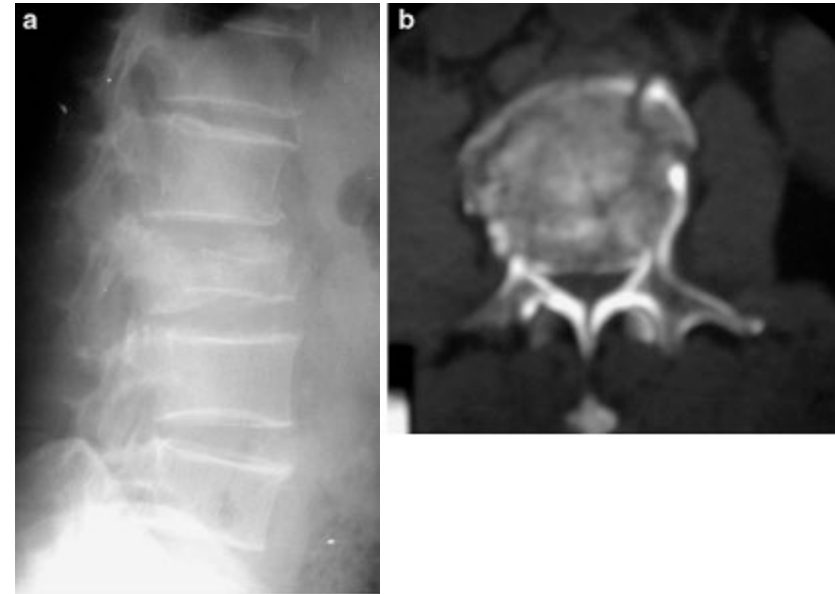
a) Das laterale Röntgenbild zeigt eine L2-Burstfraktur bei einem 59-jährigen Mann. b) Das axiale CT-Bild zeigt eine 70%ige Kanalbeeinträchtigung. Bild aus Altay M. et al. 2007.
